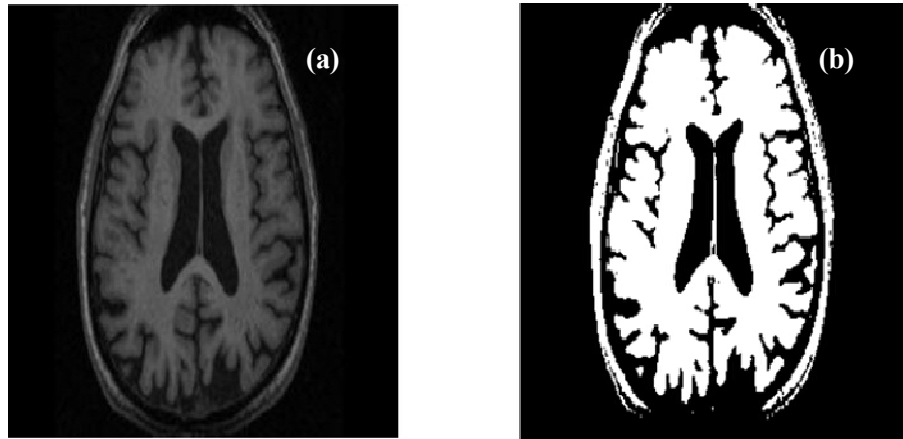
Segmentation par seuillage d'une image IRM de la base de données (seuil = 100), (a) image originale et (b) image segmentée.
